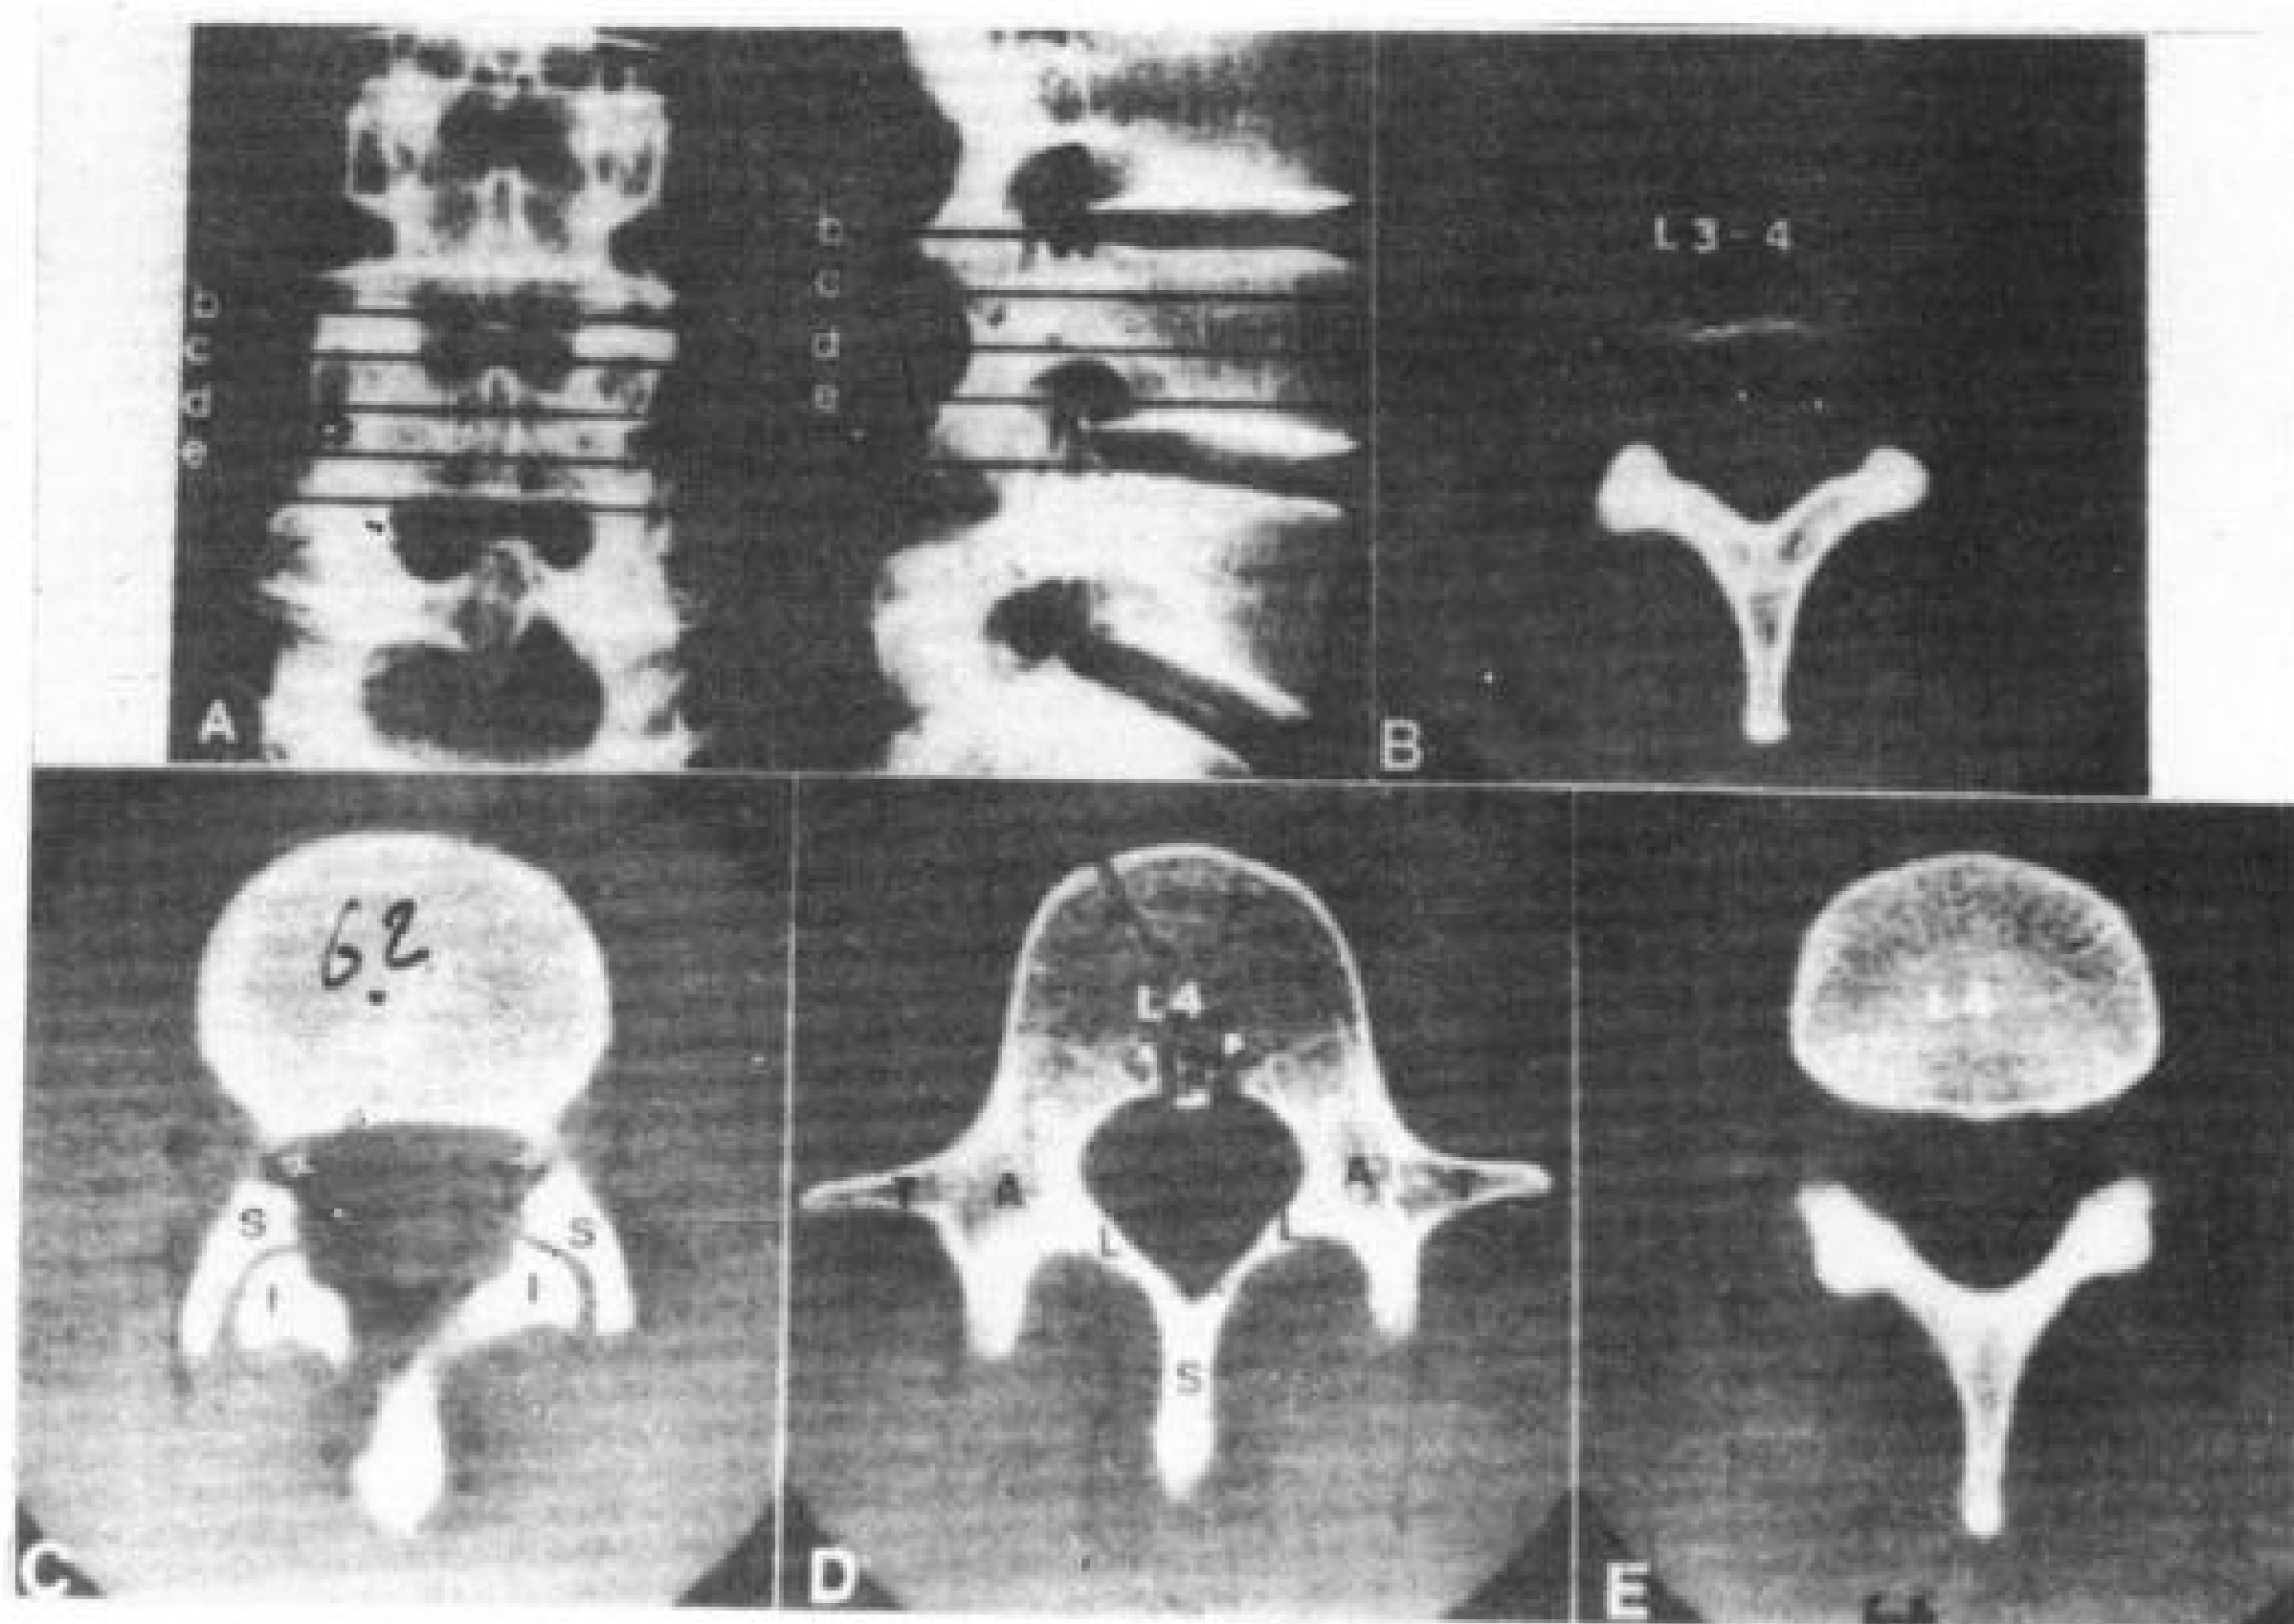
正常 L<sub>4</sub> CT 切层
